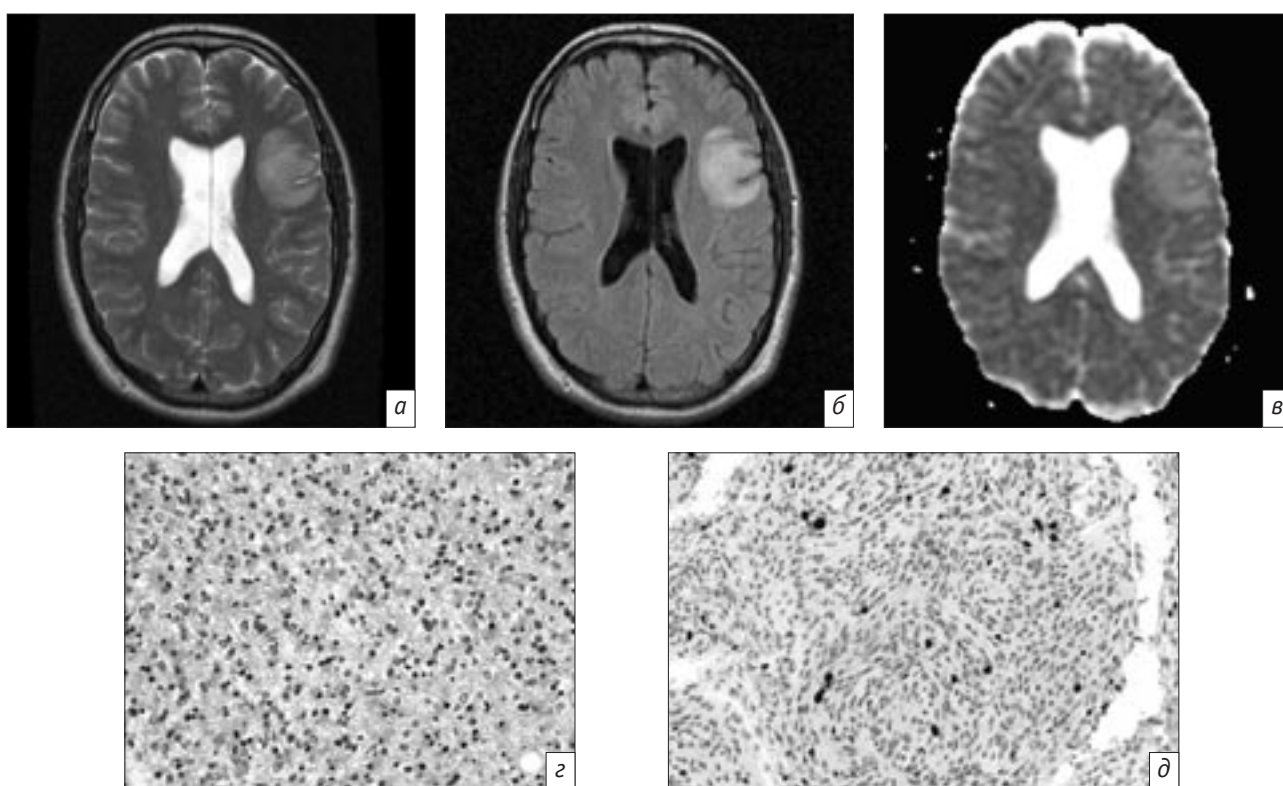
МР-томограммы и патоморфологическая картина олигоастроцитомы левой височной доли:
